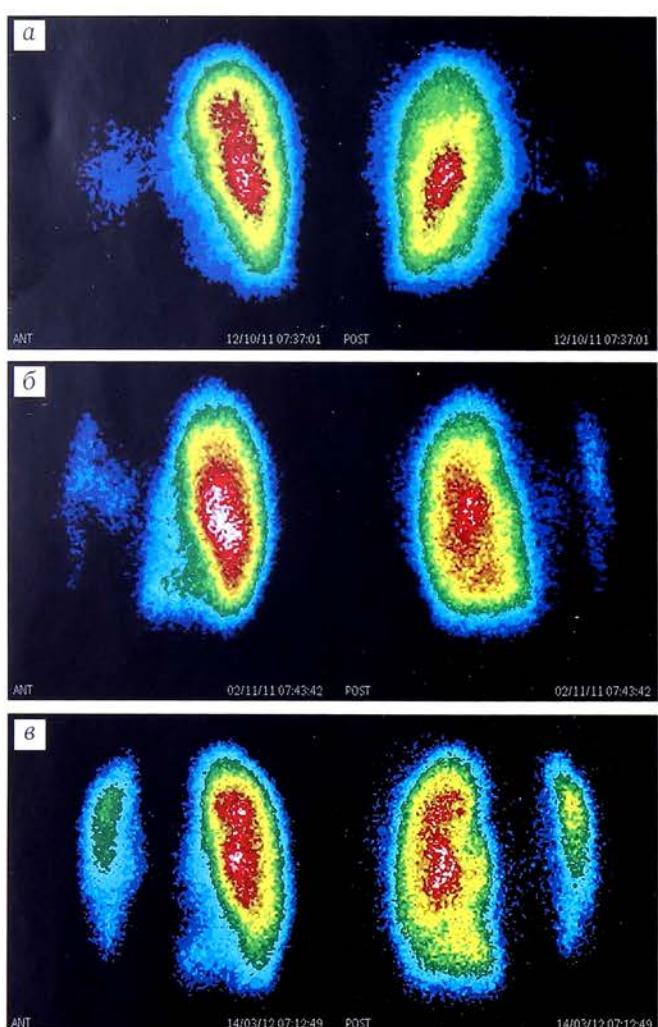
Пульмоносцинтиограммы больного Х. 18 лет.
